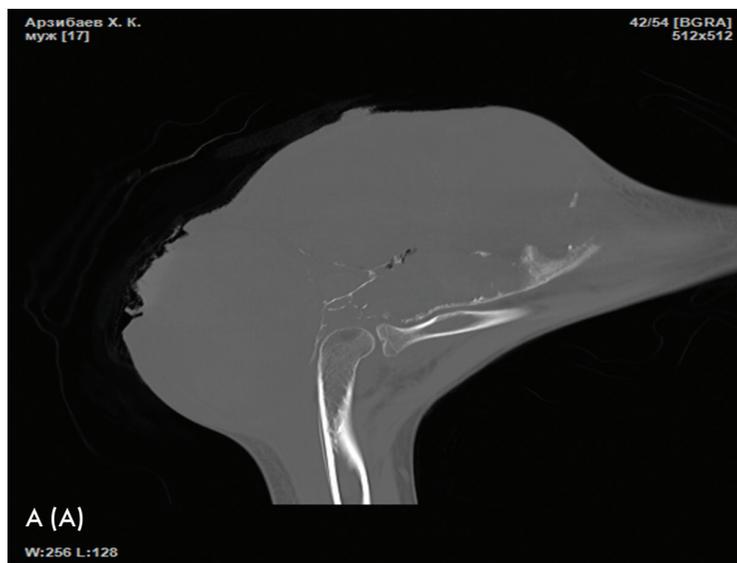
Больной А., компьютерная томограмма (А) и 3D-реконструкция (Б) псевдоопухоли правой руки. Повреждение проксимального отдела локтевой кости на протяжении 10 см. Локтевая кость и локтевой отросток деформированы, вздуты, костные структуры замещены массивным мягкотканым образованием неомогенной структуры, различной мягкотканной плотности. Элементы костной плотности определяются в толще опухолевых узловых образований. От относительно неизмененного диафиза локтевой кости отходят бесформенные костные структуры по типу экзостозов. КТ-картина массивной псевдоопухоли, исходящей из проксимального отдела правой локтевой кости.
